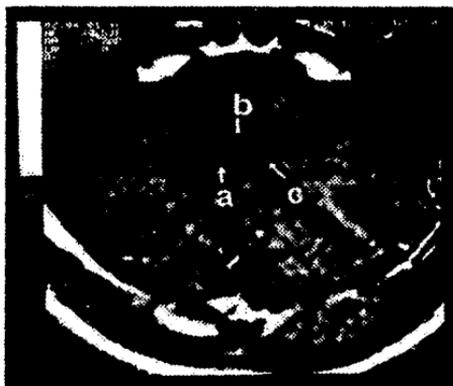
corte axial de IRM con gadolinio: flecha (a) muestra IV ventriculo dilatado y deformado. Flecha (b) muestra el reforzamiento de las paredes. Flecha (c) muestra escolex.
